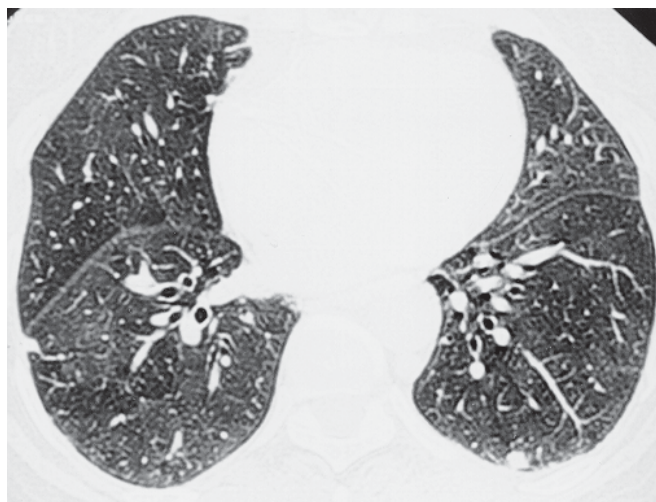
Tomografia computadorizada do tórax mostrando áreas de vidro fosco, espessamento septal, nódulos intralobulares densos e maldefinidos
